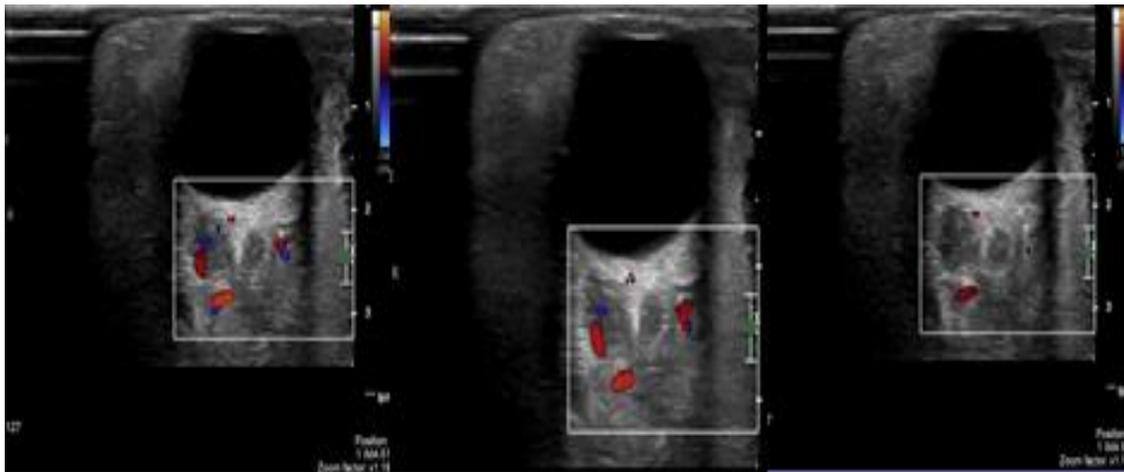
Ecografía ocular. Presencia de imagen ecogénica vascularizada intraorbitaria.
